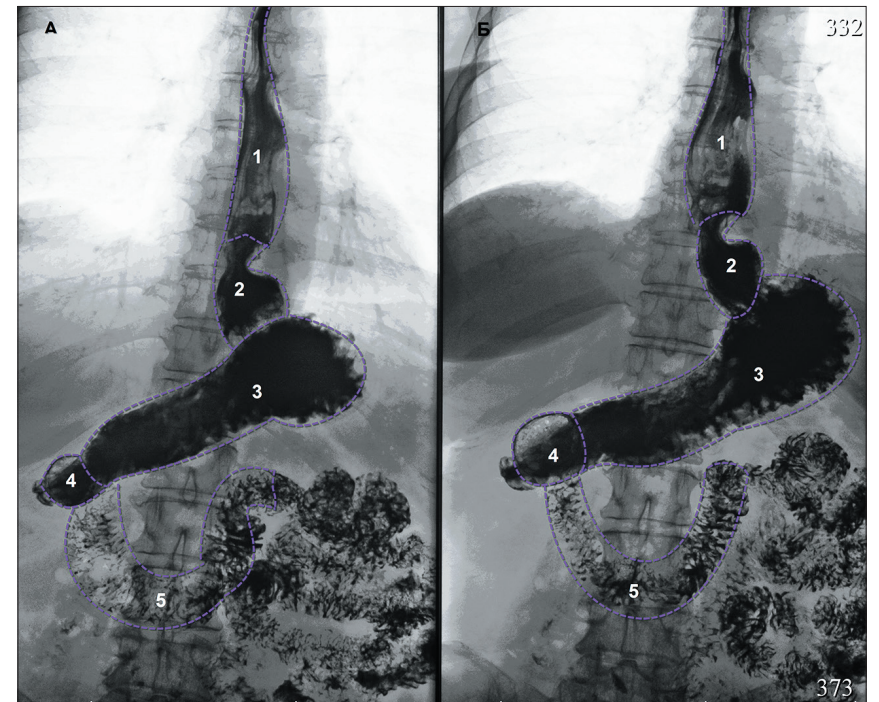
Рентгенологическое исследование ВОПТ того же пациента в горизонтальном положении. Фаза тугого наполнения желудка (продолжение). Фиксированная аксиальная грыжа ПОД. Слева и справа – положение пациента на спине к приемнику рентгеновского излучения
